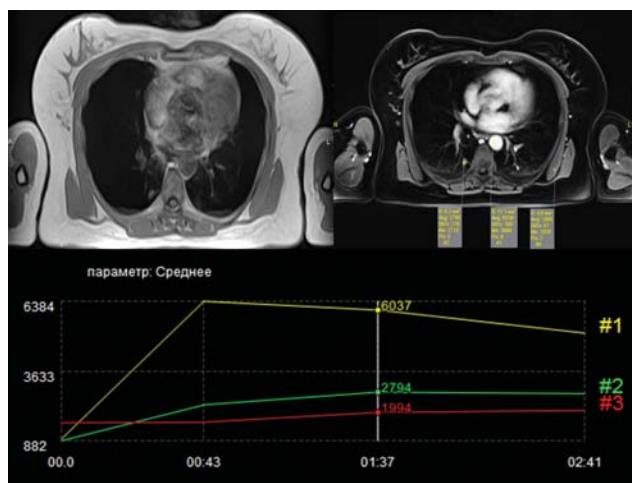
МРТ-ДКУ. Периферический рак (аденокарцинома) нижней доли правого легкого. Т1-ВИ-очаг в S_X правого легкого. 1, 2 – кривые концентрация–время в аорте (1) и очаге (2), ИК 0,46; 3 – кривая в мягких тканях спины. Имел место малый двусторонний плевральный выпот.
